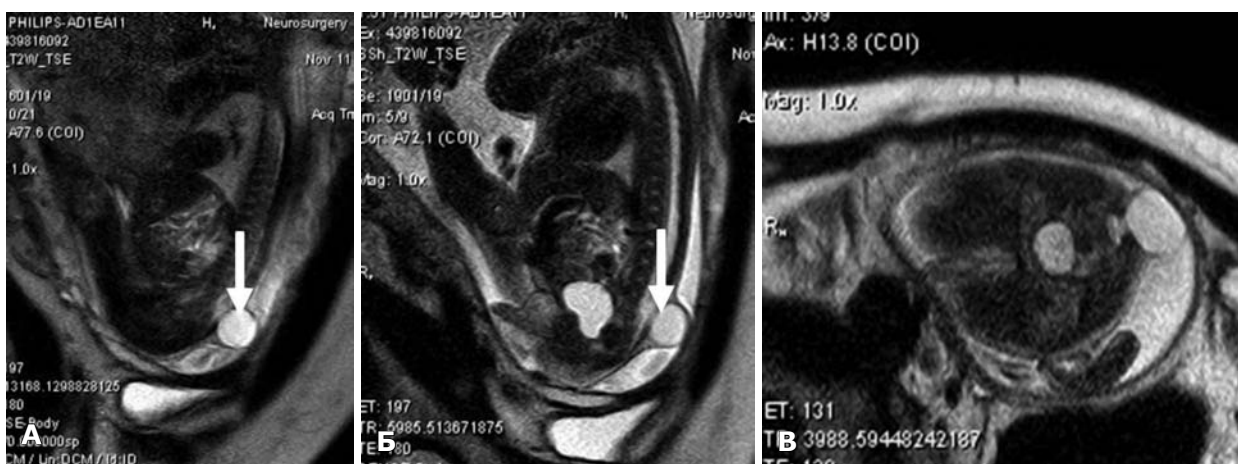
МРТ, сагиттальная (А, Б) и аксиальная (В) проекции Т2 ВИ, беременность 28 нед. А-В — спинномозговая грыжа (стрелка).
